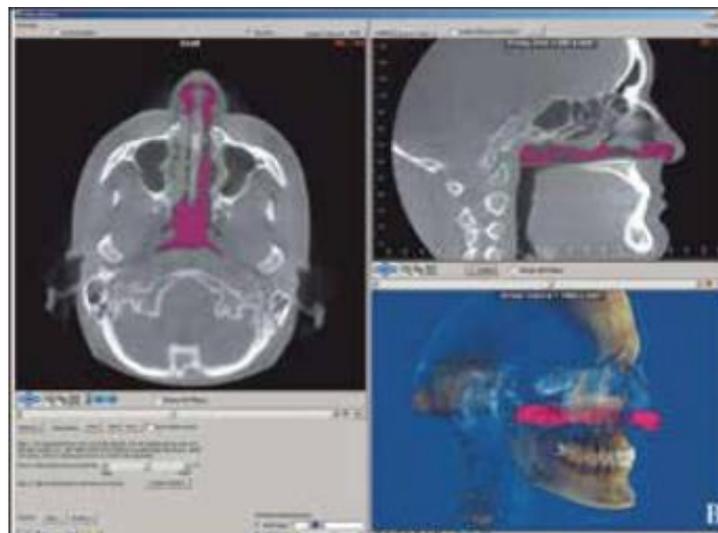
Tomografía Cone Beam.²¹
